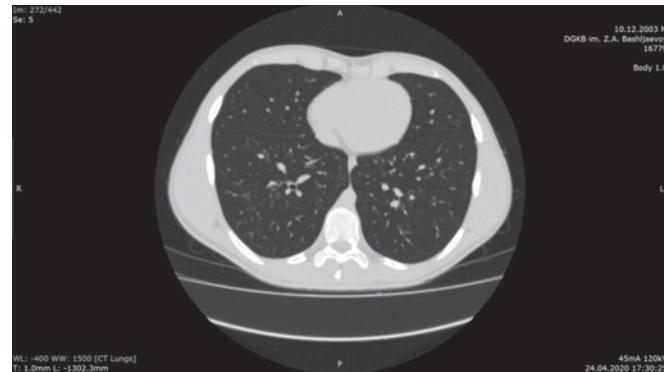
Компьютерная томография от 24.04.2020. В SIX правого легкого определяются несколько участков уплотнения лёгочной ткани по типу «матового стекла» размерами до 1 см. В остальных отделах очаговых и инфильтративных изменений в легких не выявлено. Многоуровневые грыжи Шморля в сегменте ThVII-LI до 3–4 мм. Вилочковая железа размерами около 19x18x48 мм. КТ-картина изменений в SIX правого легкого более характерна для сегментарной бронхопневмонии, однако, учитывая наличие лабораторного подтверждения COVID-19, нельзя исключить вирусный характер изменений (КТ-1)
